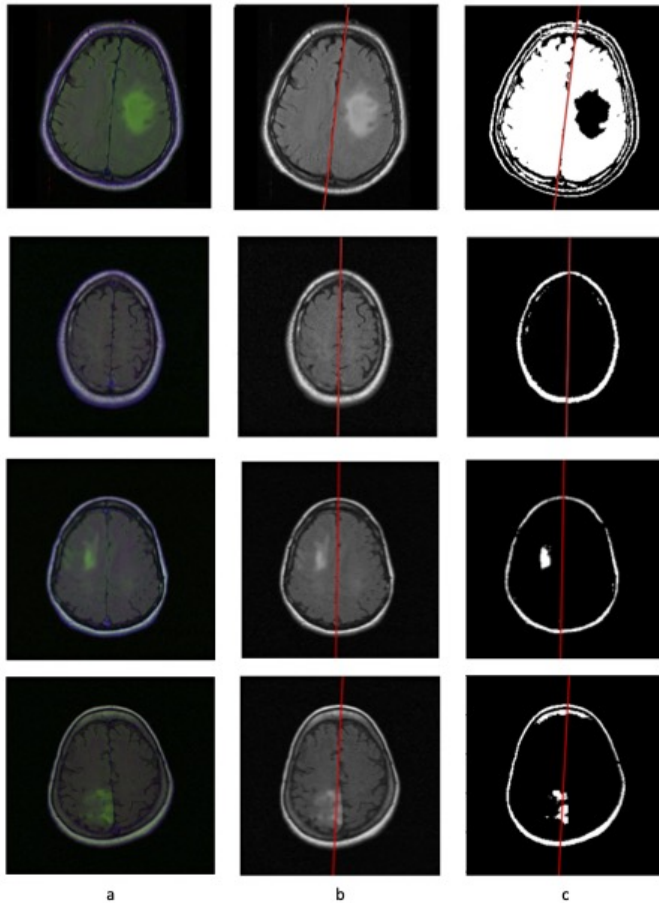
Symmetry line search:(a) FLAIR MRI, (b) Gray image with symmetry line, (c) Binary image with symmetry line
